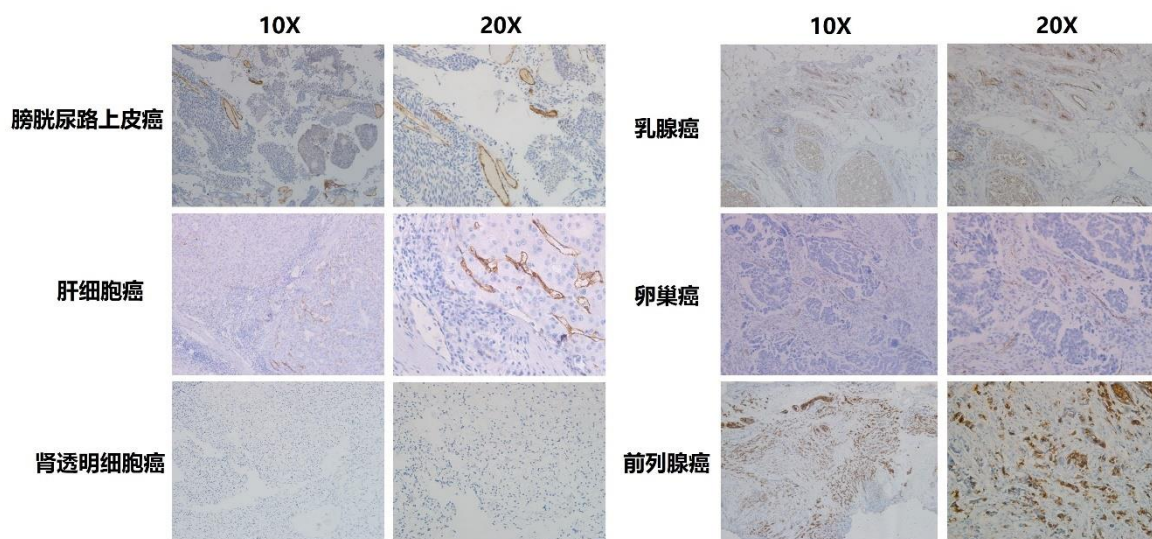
PSMA 在不同肿瘤组织中的阳性表达情况
